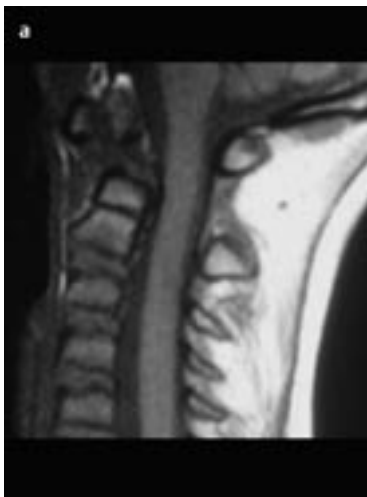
a, b MRT HWS (sagittal, T1) (a): Keine knöchernen Destruktionen. Os odontoideum als Nebenbefund. MRT HWS (sagittal, T2) (b): Minimale hyperintense Signalalteration im Bereich des Myelons auf Höhe von C1 als Zeichen für Rückenmarkkontusion.
